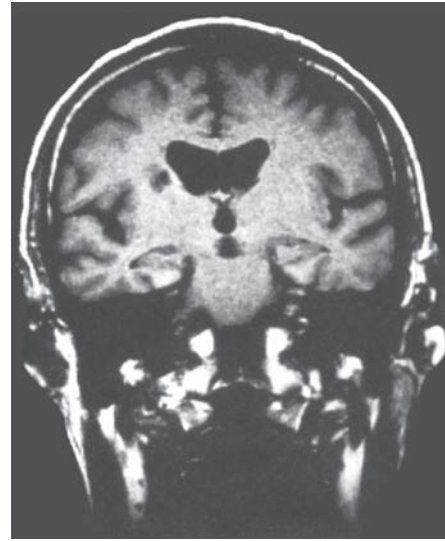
Una imagen de resonancia magnética (con sopesamiento por T1), vista coronal, tomada dos meses después de su evento agudo (del paciente) mostrara afectación dorsolateral predominante del núcleo caudado derecho. (Reproducido con autorización de Mendez *et al.*, 1989.)
